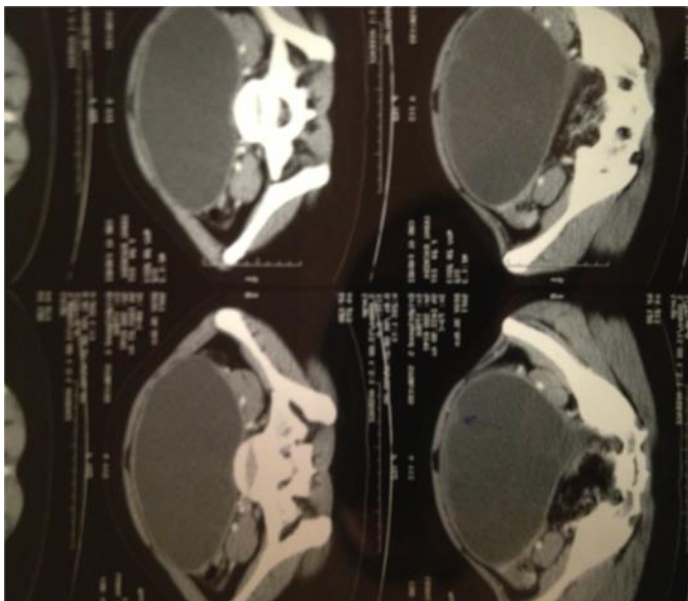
TDM: masse pelvienne supra et latéro- utérine, liquidienne, mulcisonnée avec réh- des cloisons et des végétations endokystiques mesurant jusqu'au 20 mm d'épaisseur
